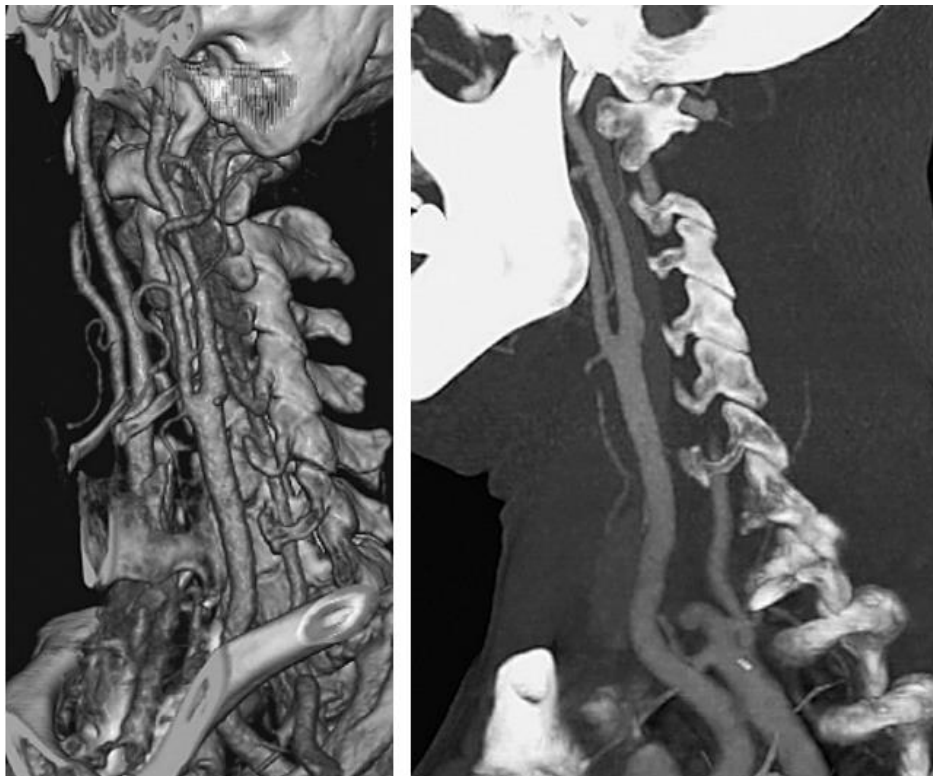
Estudio de angio-TC donde se observa la bifurcación carotídea y la porción proximal de arteria carótida interna izquierda sin ninguna estenosis de significación (23)
